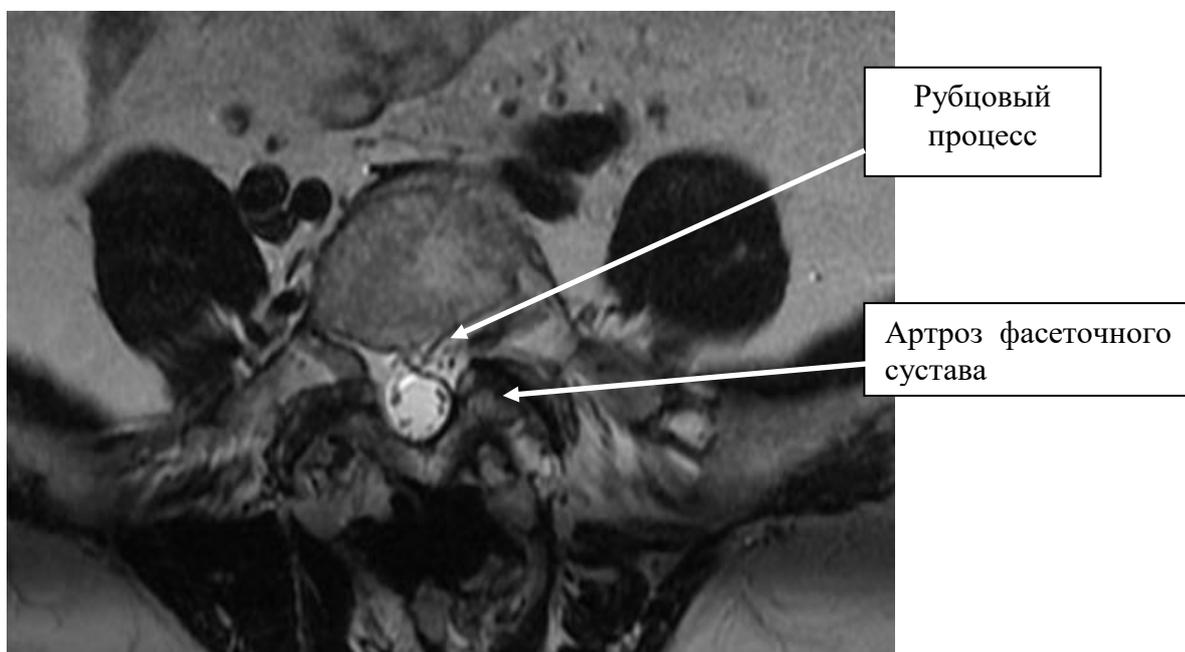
По данным МРТ выявляется рубцовая ткань у пациента с клиникой стойкой компрессии корешков конского хвоста (показана стрелкой).
